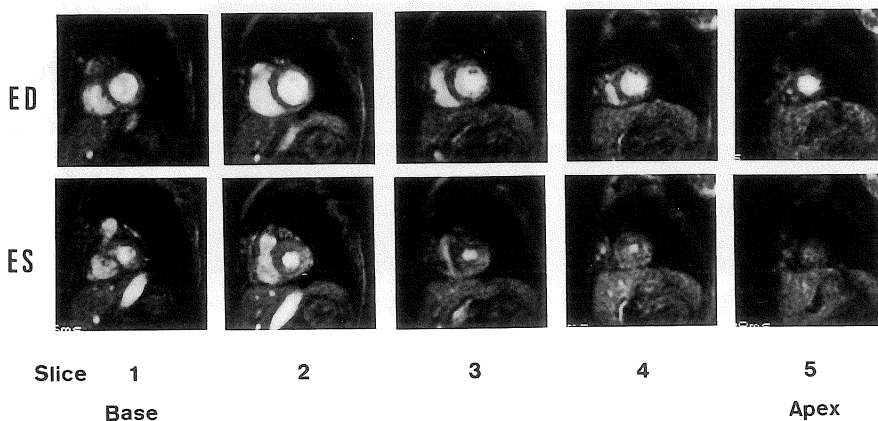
Ventricular end-diastolic (ED) and end-systolic (ES) MR images in multi-slice sections from left ventricular base to apex obtained by method 3(single breath-hold ultrafast cine mode MR imaging). Ventricular volumes were calculated by formula of true Simpson's rule method.
